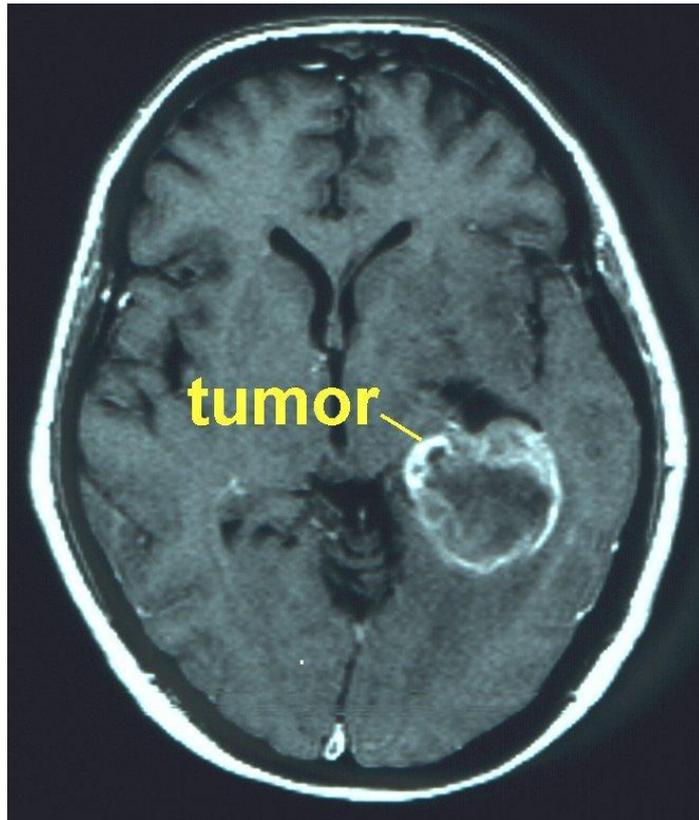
Tomografía Computarizada que muestra un tumor en la región parietal de cerebro.
